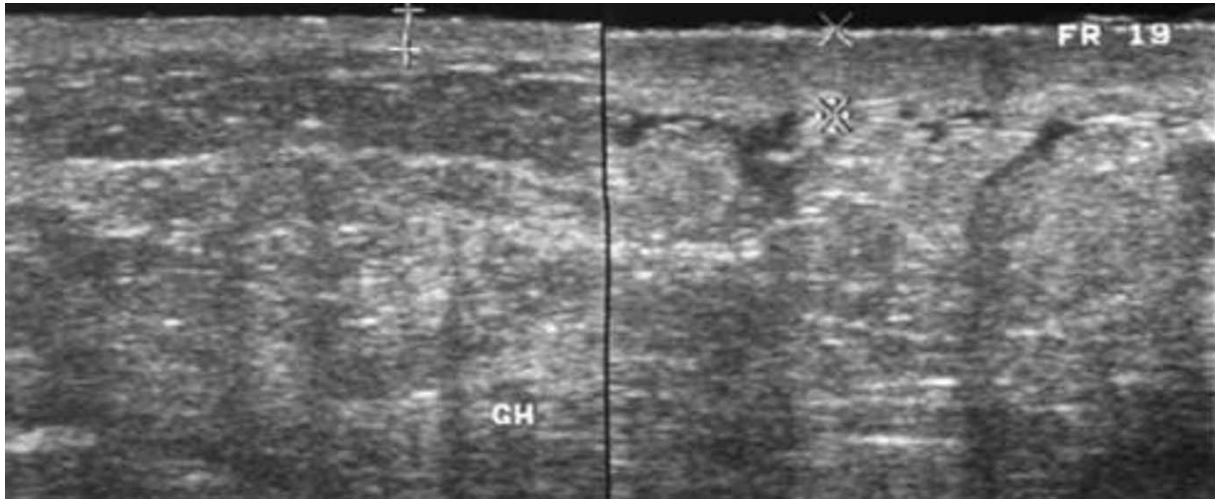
Patiente de 48 ans, sein droit inflammatoire, sans masse palpée Échographie : à droite, épaissement cutané, dilatation lymphatique (ou œdème interstitiel), et aspect hyper-échogène de la graisse sous-cutanée, bien visibles par rapport à l'aspect normal du sein gauche. (27)
